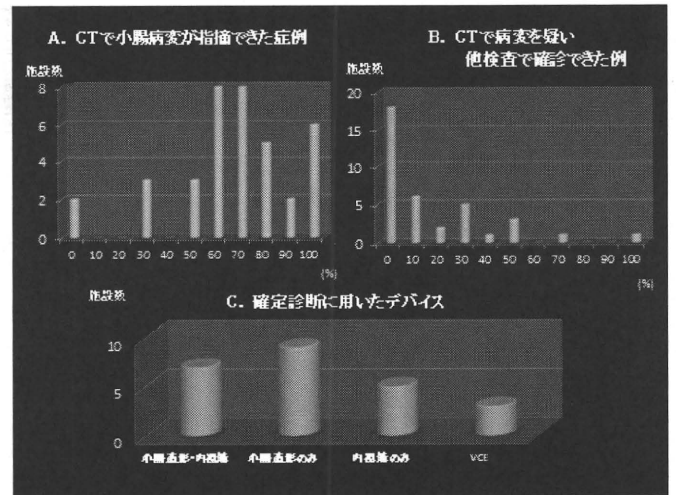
A. CT 検査で小腸病変が指摘できた症例。B. CT 検査で小腸病変を疑い、他検査で確定診断できた症例。(横軸は回答を得た 37 施設において CT 検査の総検査数に対する比率)。C. その際に使用したデバイス。
